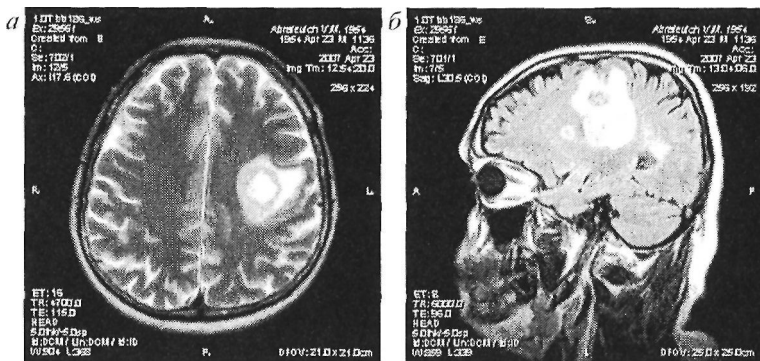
МРТ головного мозга при КСБ: а - в левой заднелобно-височной области в T2 определяется очаг диаметром до 37 мм, окруженный концентрическим кольцом; б - тот же больной (сагиттальная проекция); в белом веществе головного мозга определяются множественные очаги от 3 до 37 мм, часть из которых окружена кольцами
